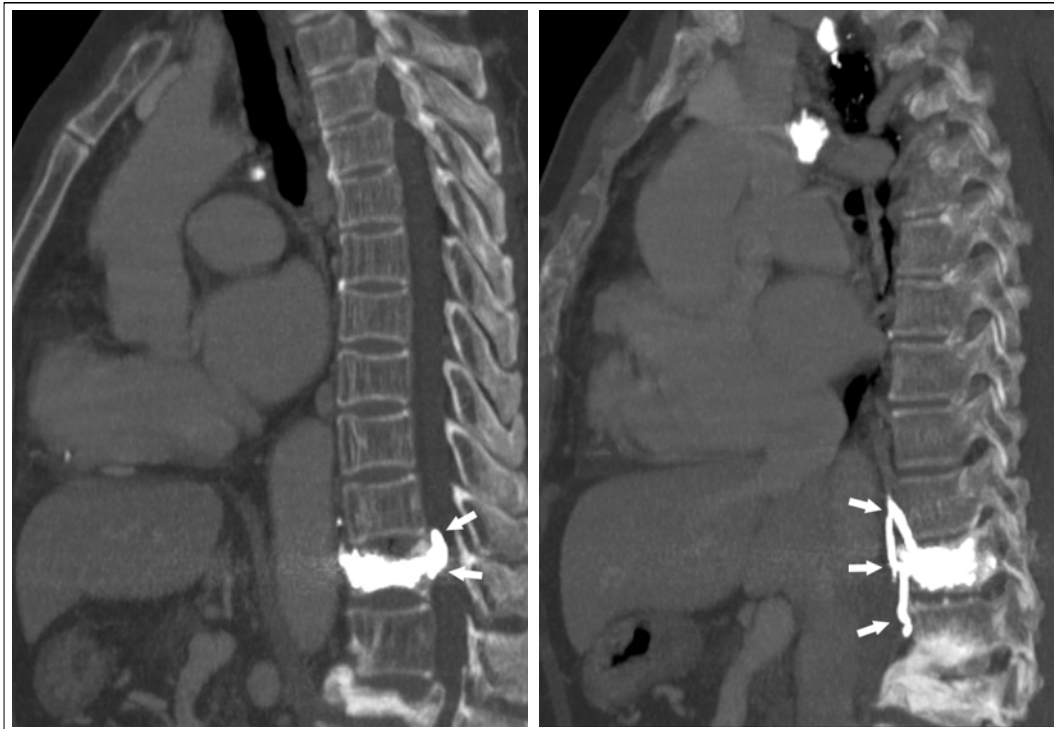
Sagittal reformatted CT images show leakage of cement into epidural space (arrow in A) prevertebral vein (arrow in B). Calcified lymph nodes in right paratracheal area are noted in B.
